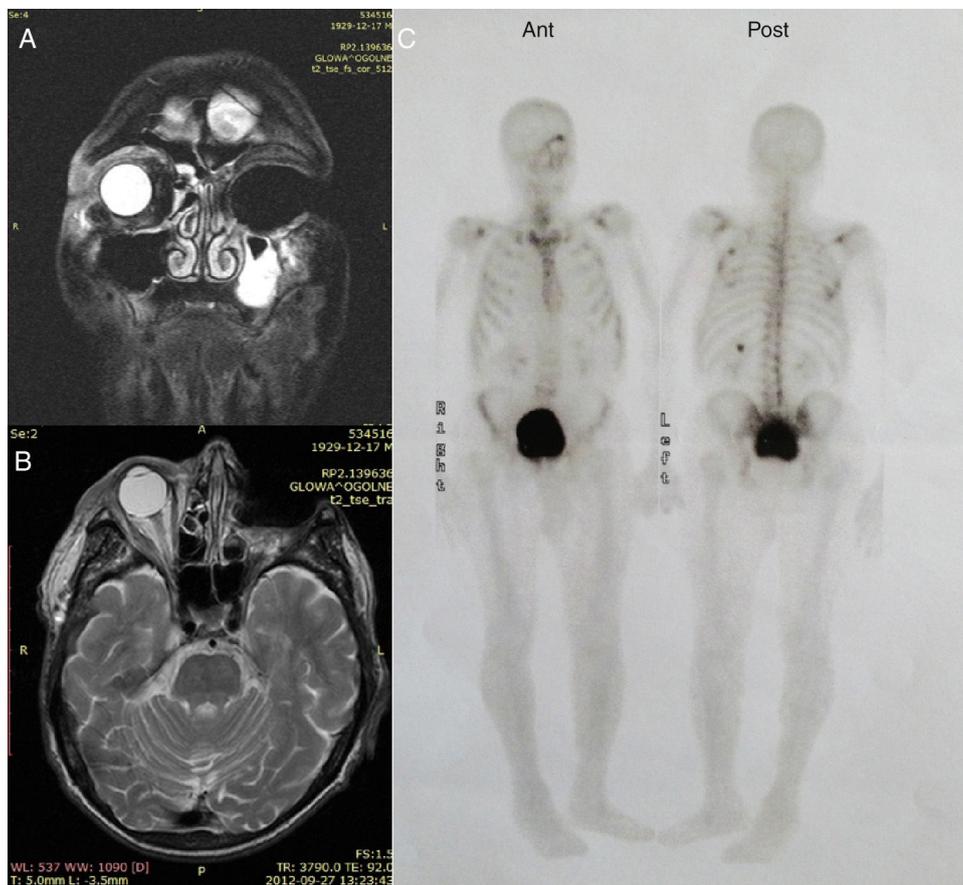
Estudo de IRM: órbita esquerda em seguida à exenteração sem reforço por contraste, fluido mucoso no seio maxilar esquerdo; projeções frontal e de topo (A e B). Cintilografia óssea com várias intensificações na órbita esquerda e no esqueleto ósseo, decorrentes das alterações metabólicas e pós-operatórias (C).
